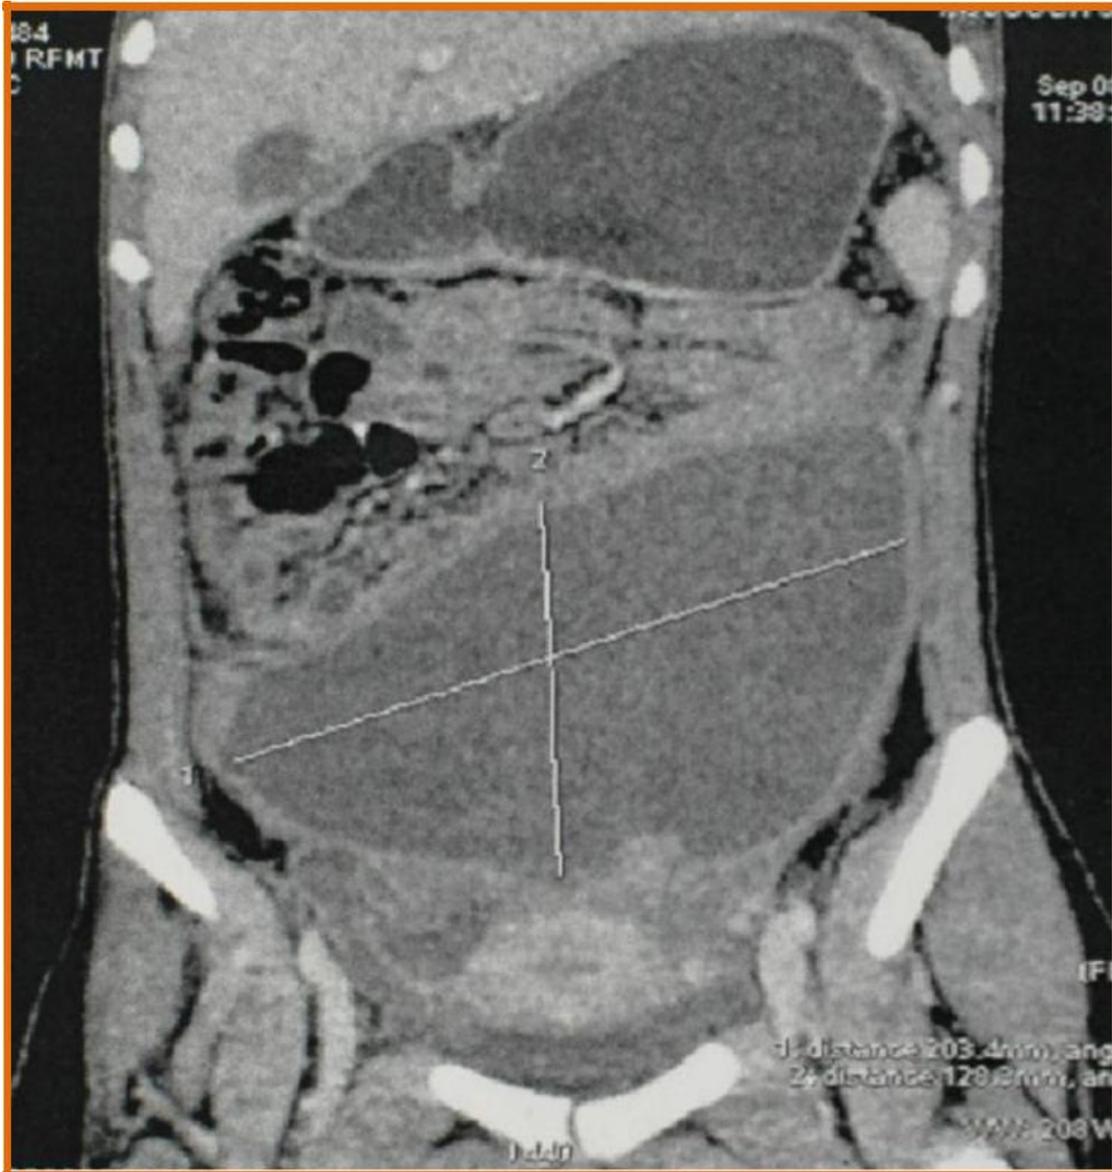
TDM abdominopelvienne en coupe frontale objectivant une masse kystique péritonéale sus utérine étendue dans le flanc gauche mesurant 20x14x8 cm, à paroi épaissie régulière, rehaussée après injection et contenant un bourgeon charnu mesurant 36x26mm avec des ovaires augmentés de volume multi kystique.(83)
